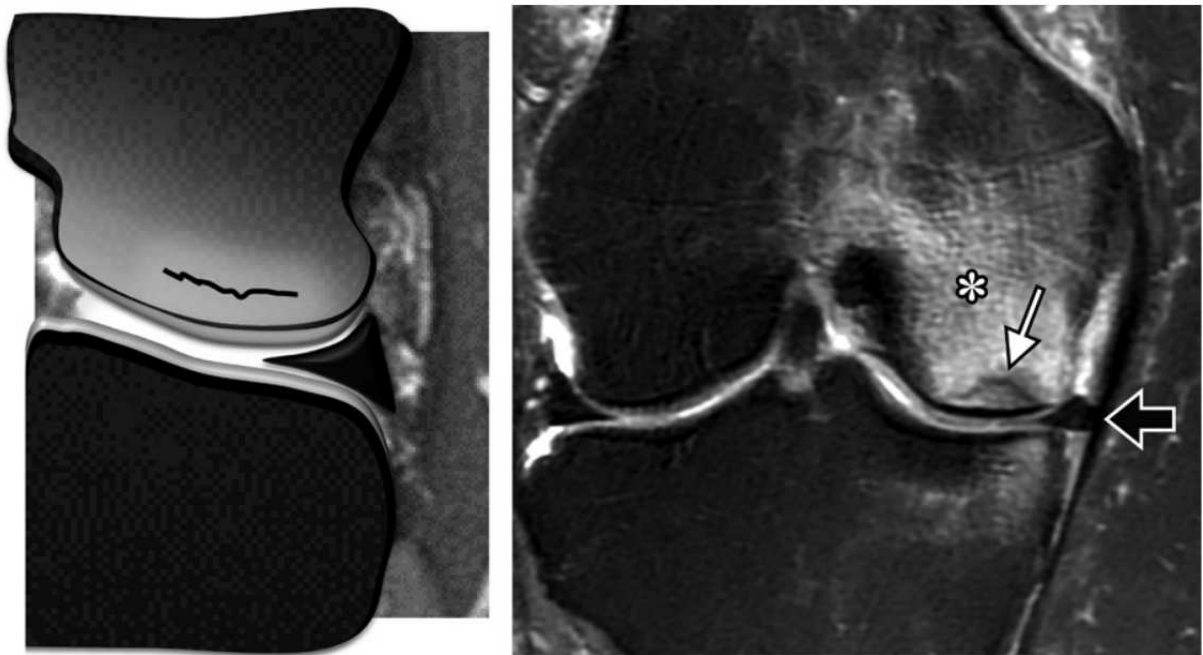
IRM d'une fracture par insuffisance sous-chondrale (SIFK) du condyle fémoral médial (15).
